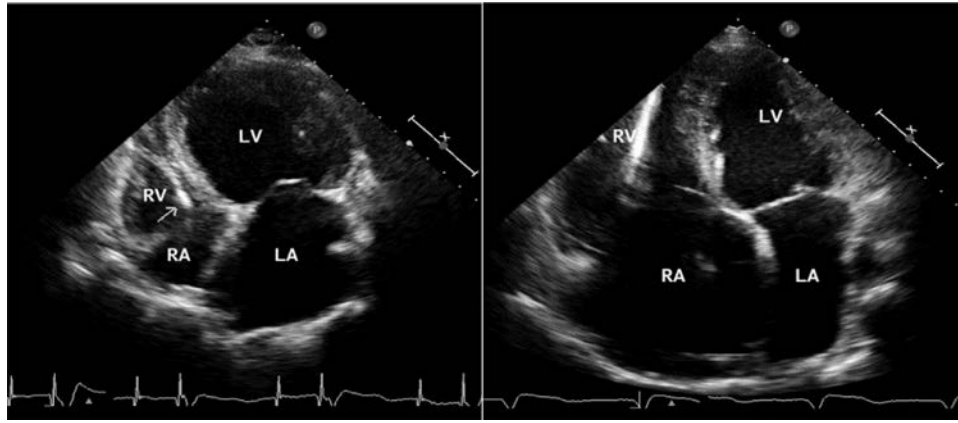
ECaCh en fase dilatada de miocardiopatía (Estadio D). Ecocardiogramas en vistas de cuatro-cámaras de dos pacientes con ECaCh en IC congestiva, con hipoquinesia global severa y baja fracción de eyección, similar a otras miocardiopatías dilatadas. Un cable de marcapaso puede ser visto en las cámaras derechas (*flecha*). (*Panel izquierdo*) El ventrículo izquierdo (LV) y la aurícula izquierda (LA) están severamente dilatados, con el ventrículo derecho (RV) de tamaño normal. (*Panel derecho*) dilatación severa biventricular y biauricular. RA, Aurícula derecha.
